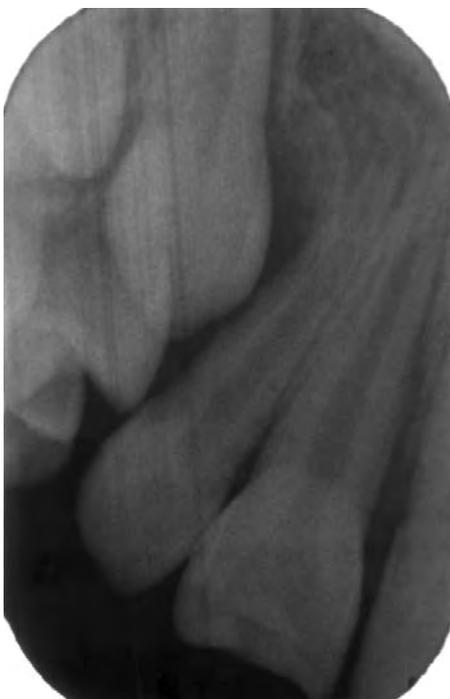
Röntgenkontrolle nach Avulsion der Zähne 11 und 12 und Reposition bei abgeschlossenem Wurzelwachstum
